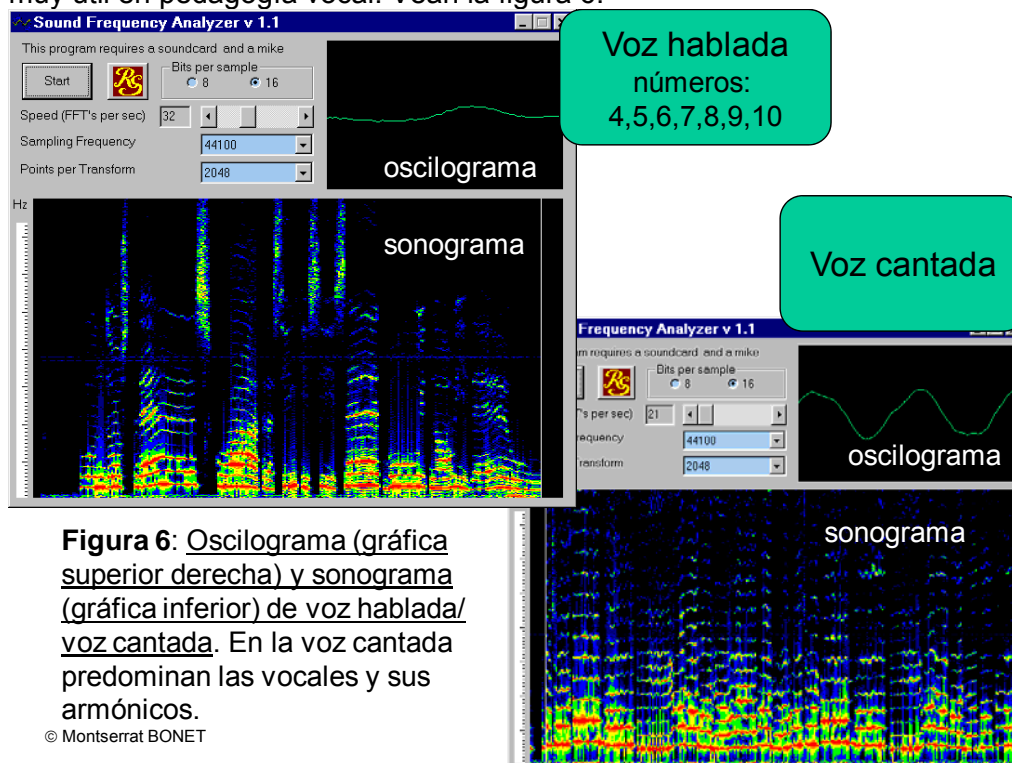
Oscilograma (gráfica superior derecha) y sonograma (gráfica inferior) de voz hablada/ voz cantada. En la voz cantada predominan las vocales y sus armónicos.
